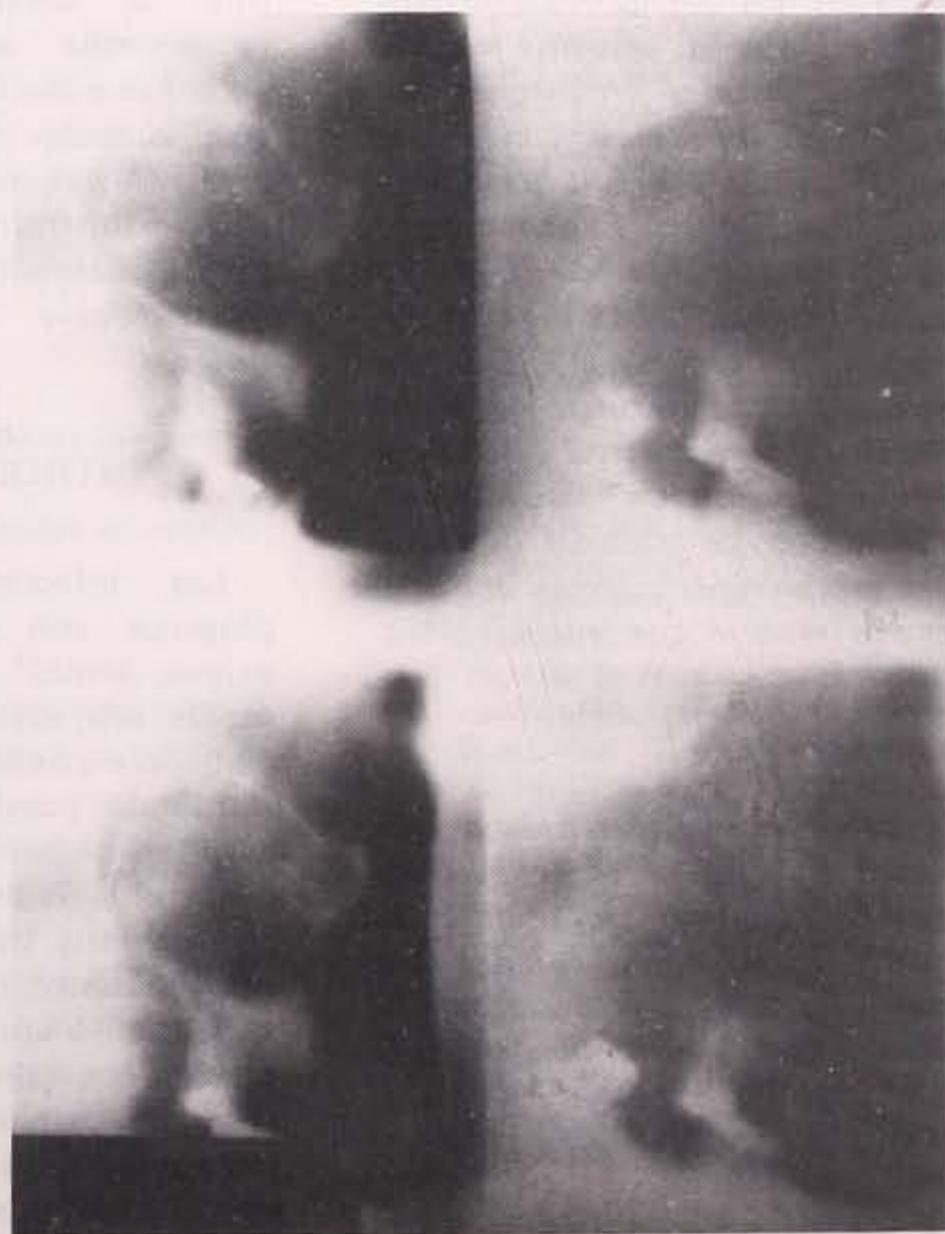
Tomografía lateral del seno maxilar derecho en donde se demuestra fístula oroantral y solución de continuidad del tercio posterior del piso.
